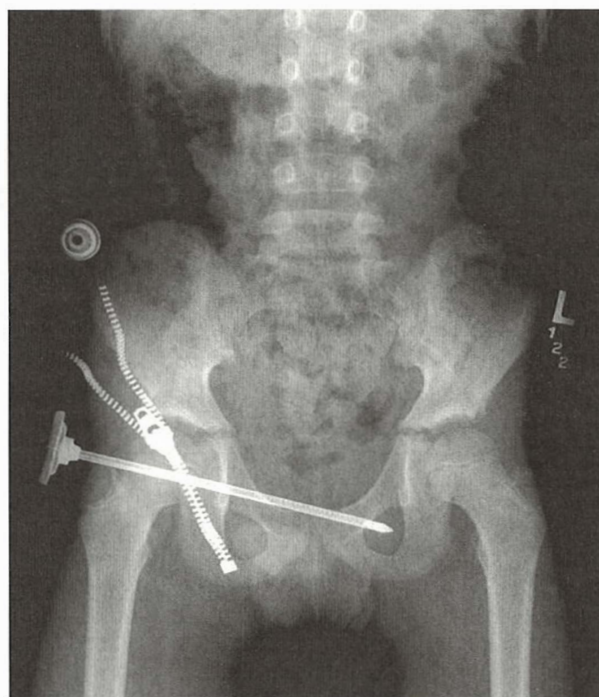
Traumatism penetrant cu impactarea unui corp străin. Radiografia simplă evidențiază traiectul cu sugestiv pentru penetrarea în peritoneu și lezarea organelor pelvine.
